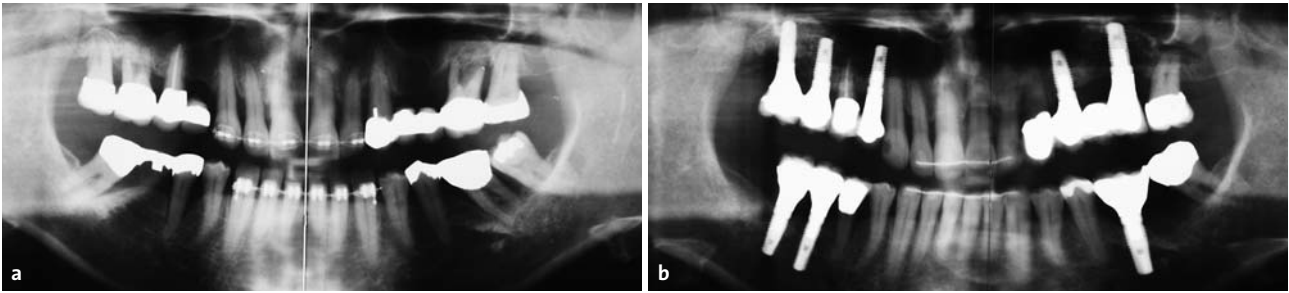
Schwere chronische Parodontitis in einem prothetisch versorgungsbedürftigen Lückengebiss – Orthopantomogramme. a) Vor Beginn (Beachte: infauste Zähne sind zur Verankerung während der KFO-Behandlung belassen worden) und b) zum Abschluss der Behandlung (gleiche Patientin wie in Abb. 4)
